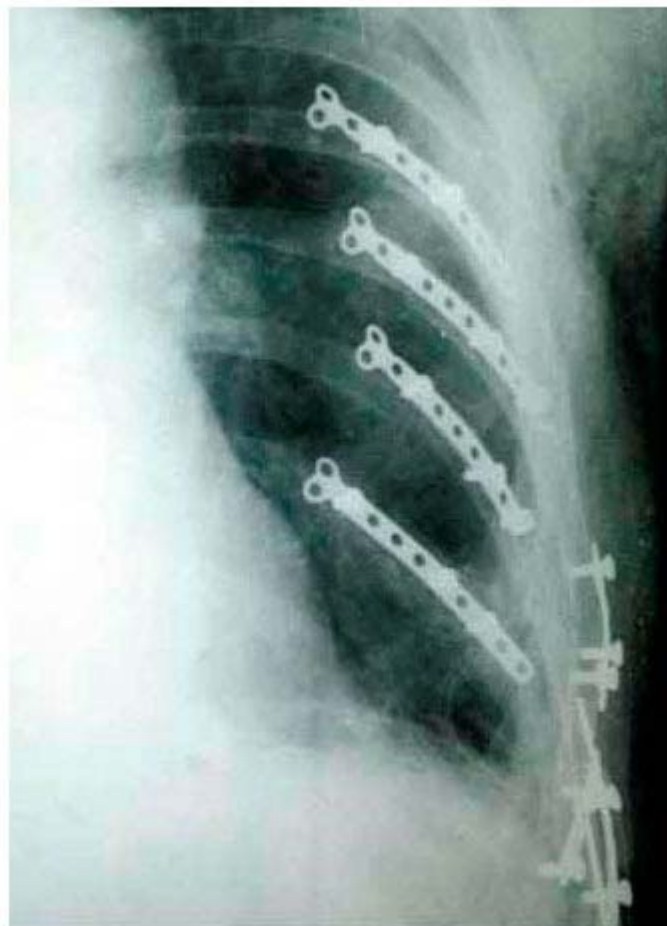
Radiografía posoperatoria donde se observan las láminas colocadas y las facturas reducidas.
